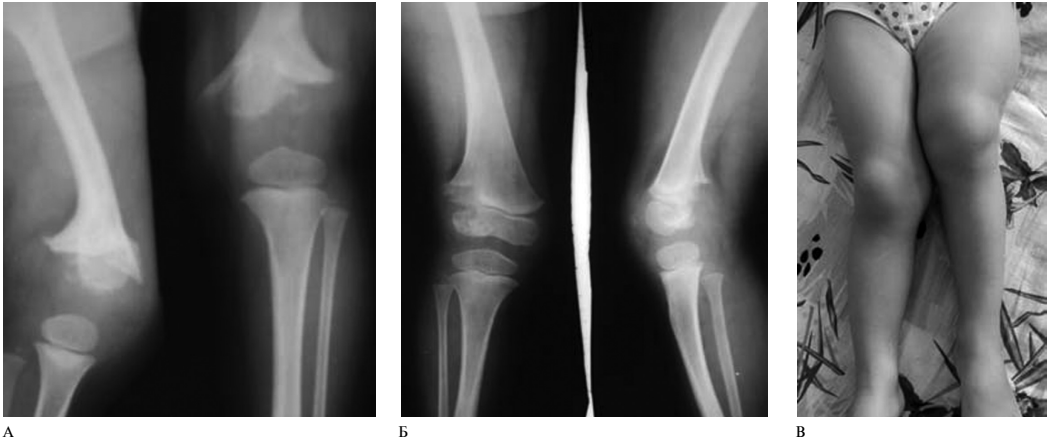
Рентгенограммы пациентки М.: А — в возрасте одного года определяется деформация дистального отдела левой бедренной кости; Б — genu-valgum в возрасте 3 лет 7 месяцев; В — укорочение левой нижней конечности в возрасте 3 лет 7 месяцев.
